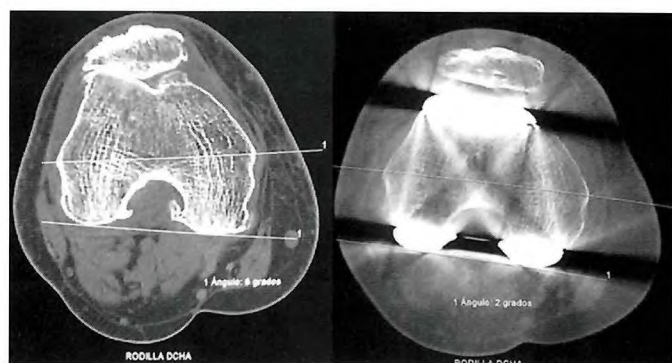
TC pre y postoperatoria en un caso con navegación. Modificación de la rotación femoral desde 6° (preoperatorio) a 2° (postoperatorio).
